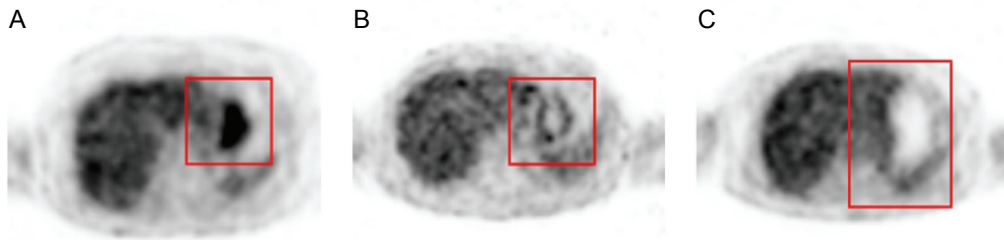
The Transverse images of PET. (A) Non Drink Group showed the High uptake of stomach (red box). (B) Water Drink Group showed the slight extension of the stomach (red box) (C) Orange juice Drink Group showed the stomach extension (red box).
